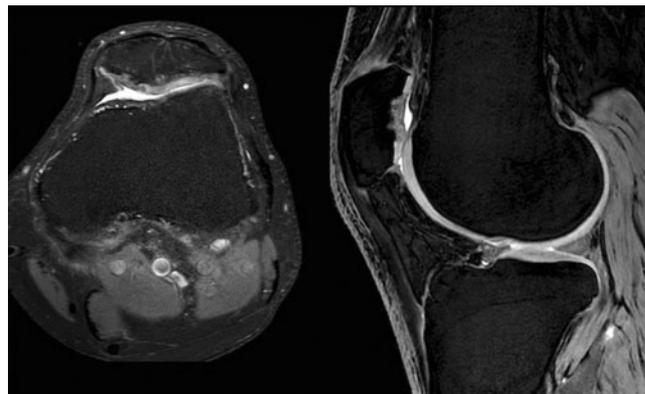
◀ Postoperatives MRT des linken Kniegelenks zeigte eine gute Integration und Defektdeckung im Bereich der medialen und lateralen Patella-facetten. Der laterale Anteil imponiert hyperintens der mediale hypointens
